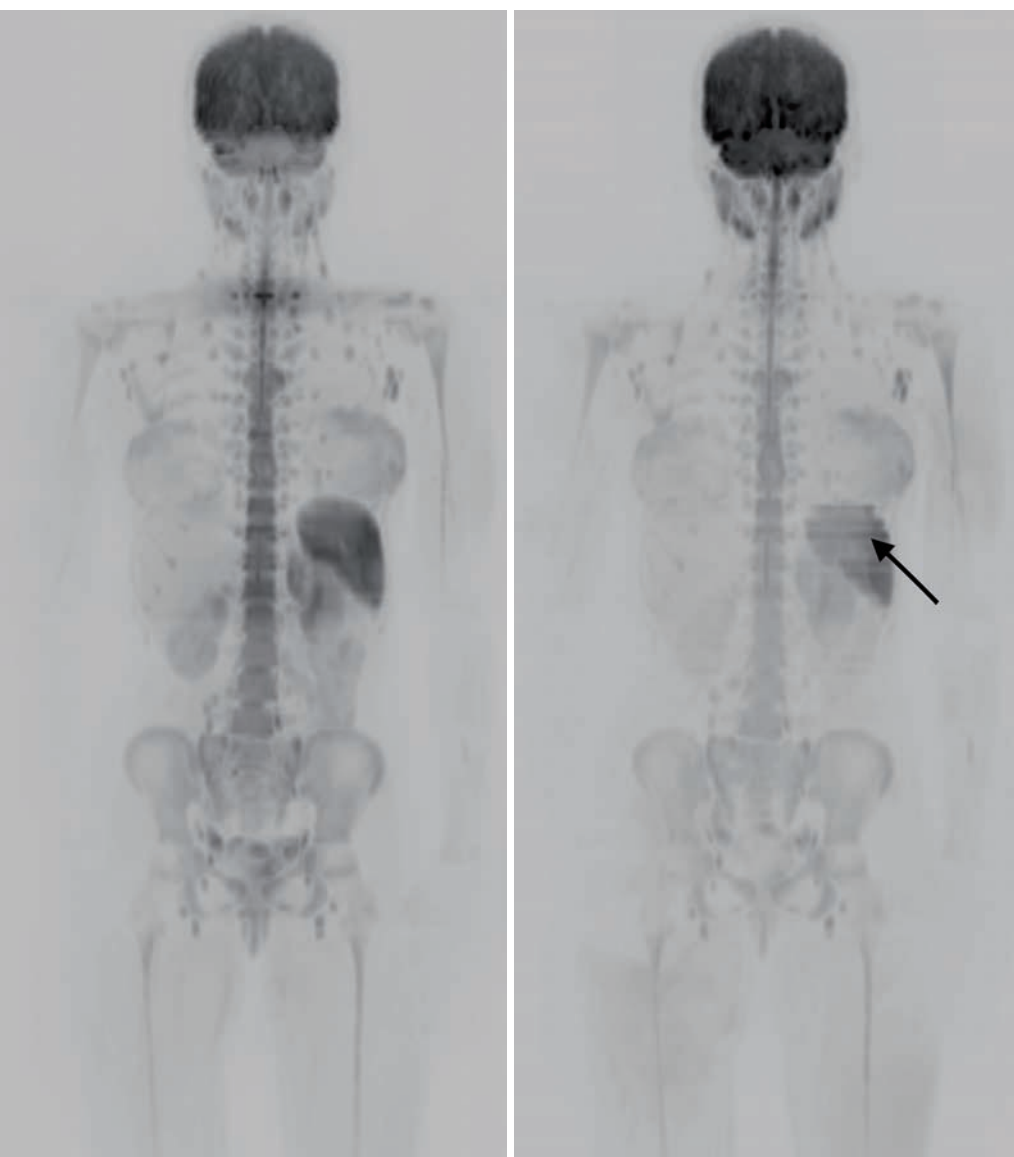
Zur besseren Visualisierung erfolgt häufig eine koronare 3D-Rekonstruktion der DWI-Daten. Hier ergeben sich technisch bedingt geringe Stufenartefakte (Pfeil), die jedoch keinen Einfluss auf die diagnostische Genauigkeit haben.
